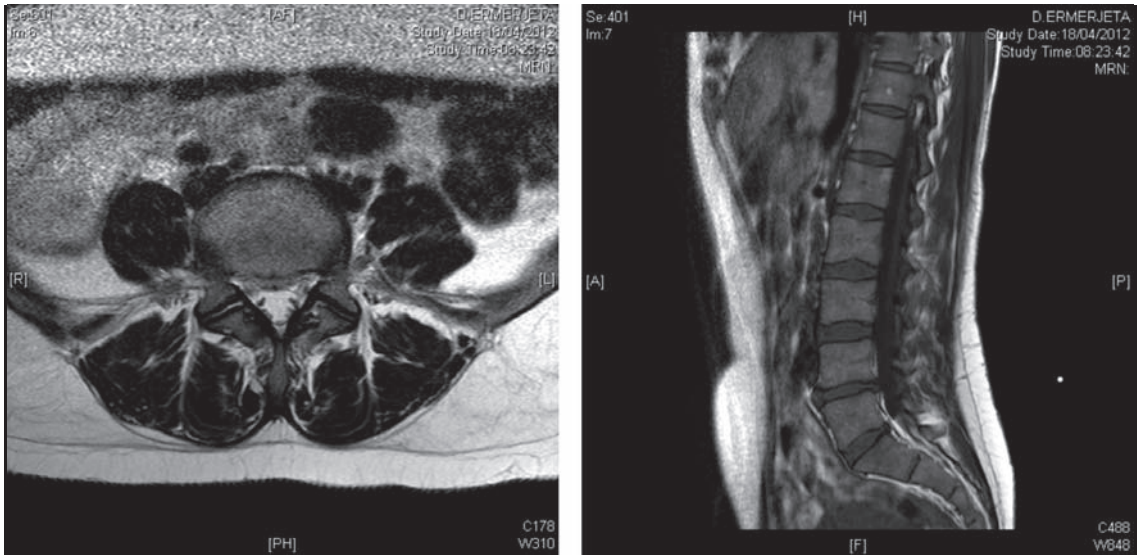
Scansione RM del tratto L4-L5 in coronale e assiale che mostra il bumping discale maggiore a dx.
